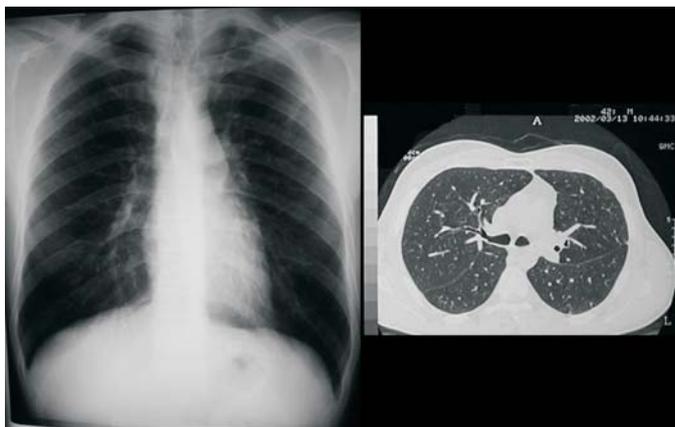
Radiograma e tomografia de tórax obtidos após 24 meses da cessação do tabagismo, mostrando importante resolução das lesões
